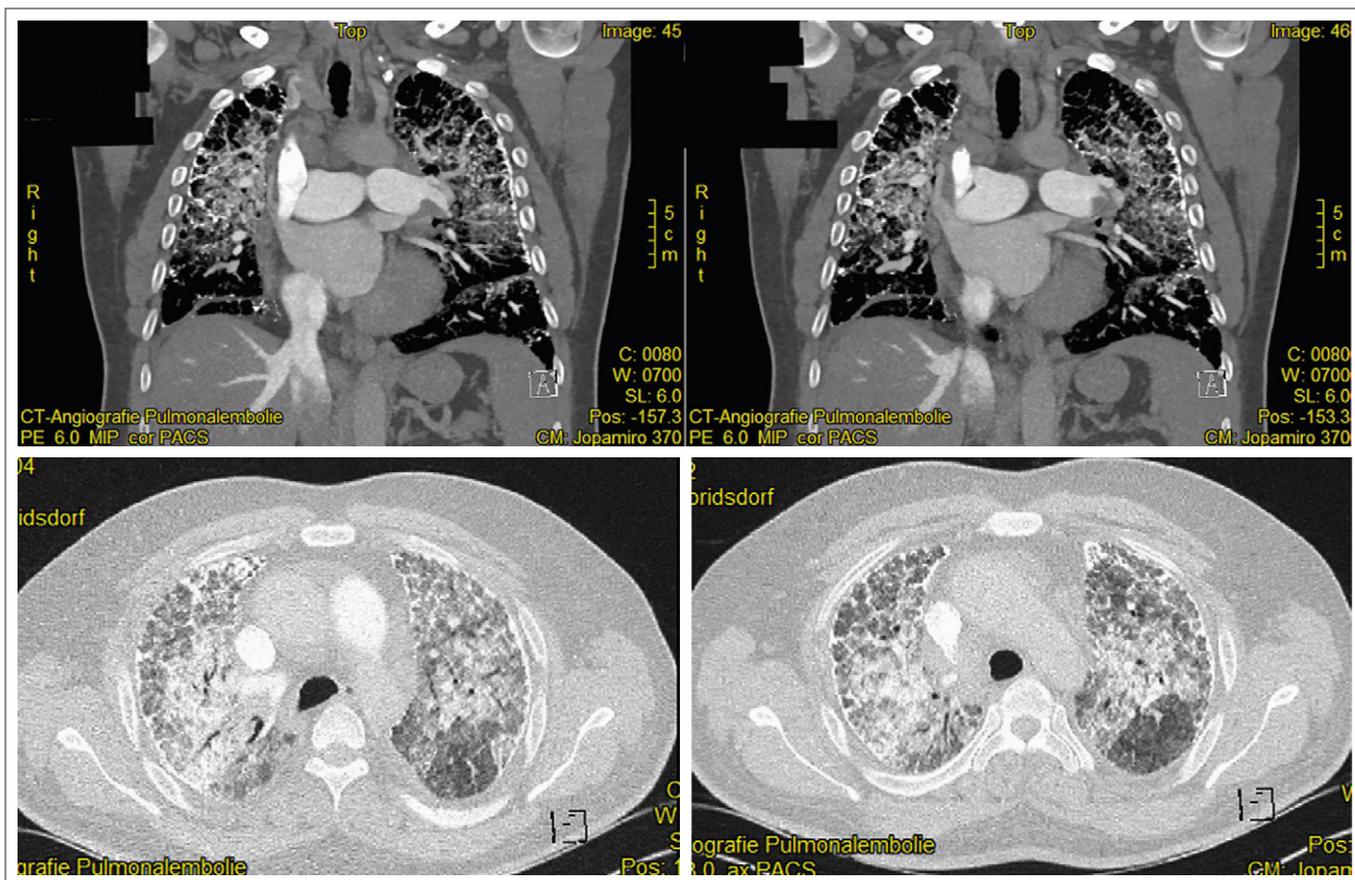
CT-Angiographie
